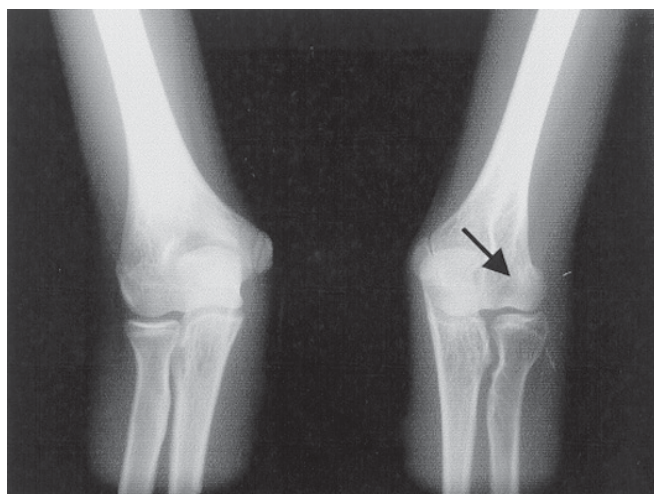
Radiografias do cotovelo na incidência de ântero-posterior mostrando a hipoplasia do capitúlo umeral após transfixação com fio de Kirschner (seta). Caso, 8 com 74 meses de seguimento.
